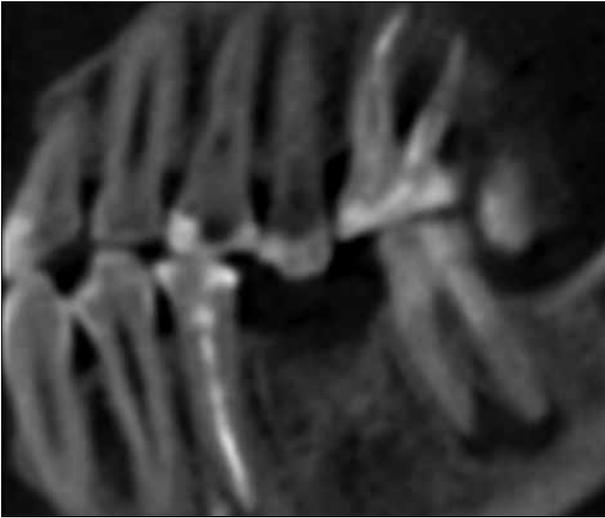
Clinical case №2. The 35th tooth with fiber glass post on CBCT tomography
